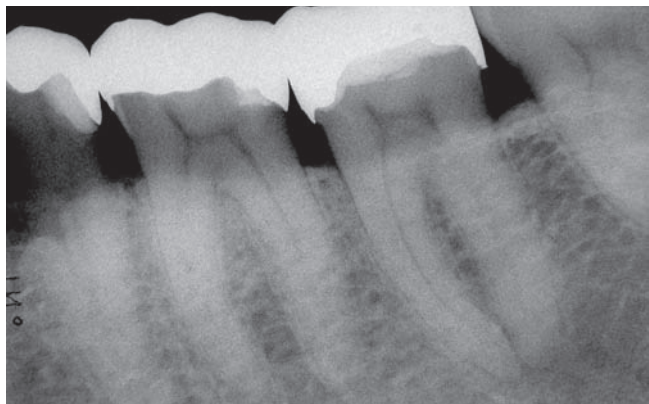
Klinisch uncharakteristische Beschwerden im Juli 2006 bei röntgenologisch unauffälligem Befund
